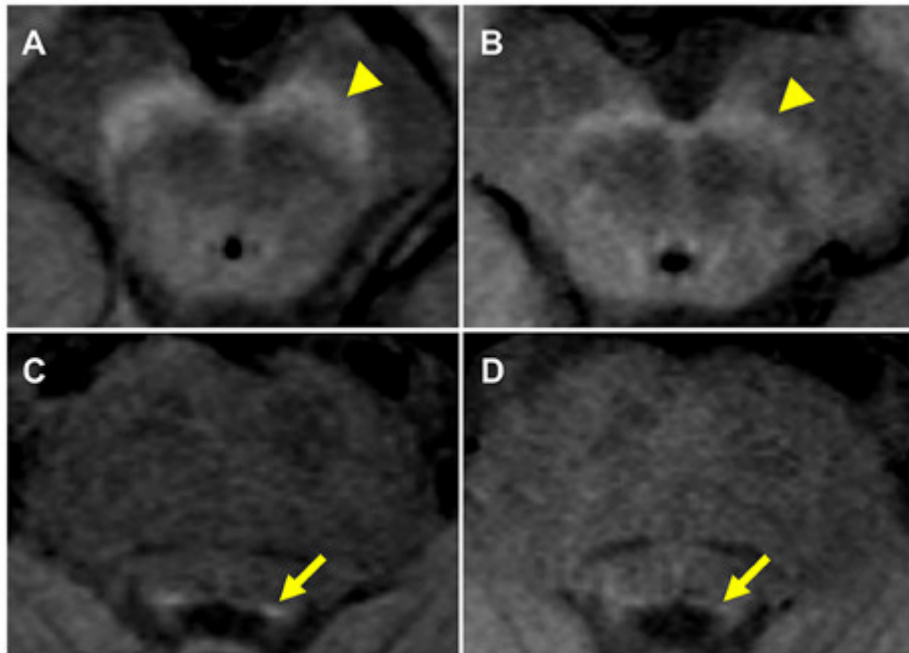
Immagini NM-MRI della *substantia nigra* e del *locus coeruleus* in un soggetto sano (A, C) e in un paziente affetto da PD (B, D) [1].
